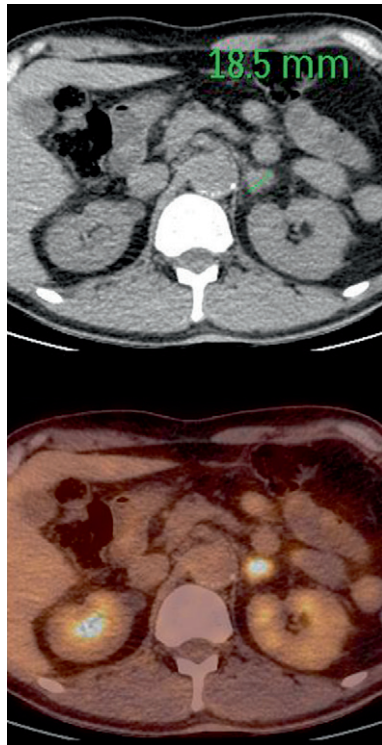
Vue axiale de PET-scan centrée sur la glande surrénale gauche.
